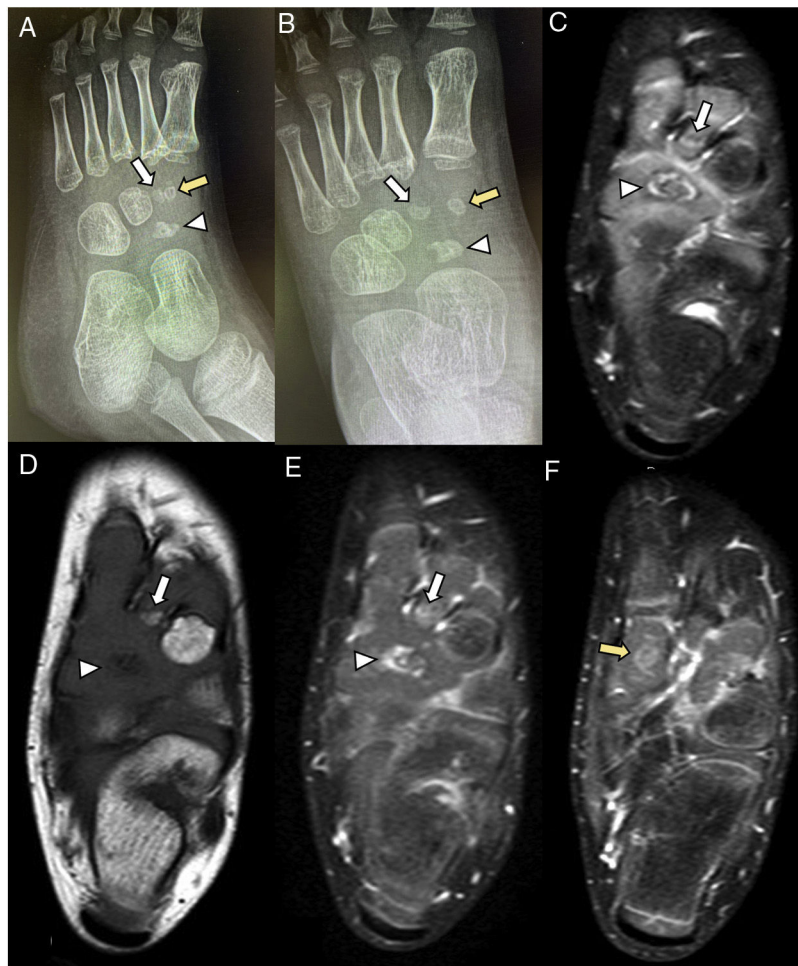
Radiografías y resonancia magnética sin y con contraste intravenoso de pie Navicular (cabeza de flecha), cuña medial (flecha amarilla), cuña intermedia (flecha blanca).
